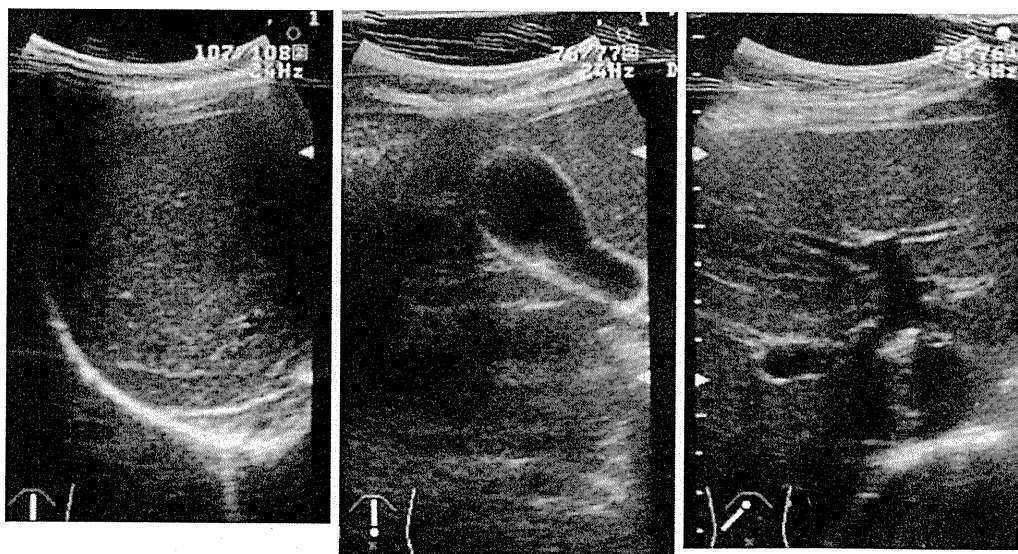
abdominal ultrasonography showed normal findings of liver.
